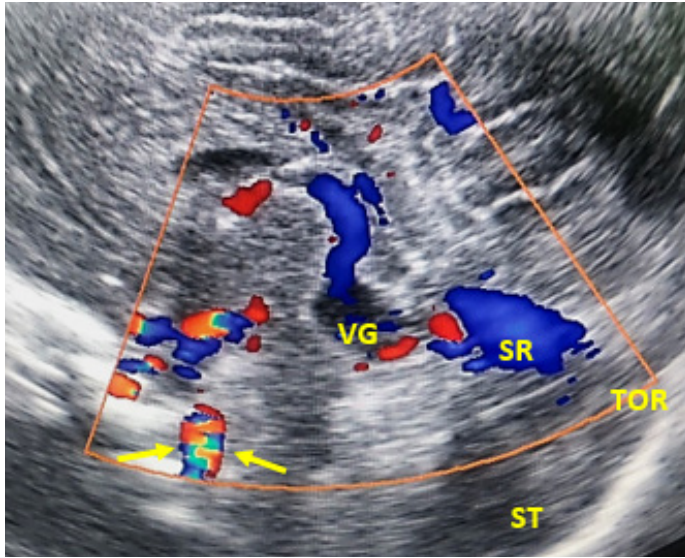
Ultrasonido cerebral en corte sagital a nivel de cuerpo calloso en ventana acústica de fontanela anterior. Se encontró dilatación de la Vena de Galeno (flechas). Se observó dilatación importante de la tórula (TOR) y el seno transverso (ST), que desplazan el cerebelo (CER) hacia adelante.
